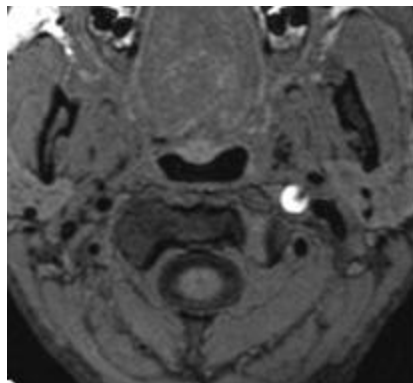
Aspect IRM d'une dissection de l'ACI, sur une séquence T1 fatsat, permettant de visualiser l'hématome de paroi. Extrait de Ben Hassen et al., Diagnostic and Interventional Imaging, 2014(34).
